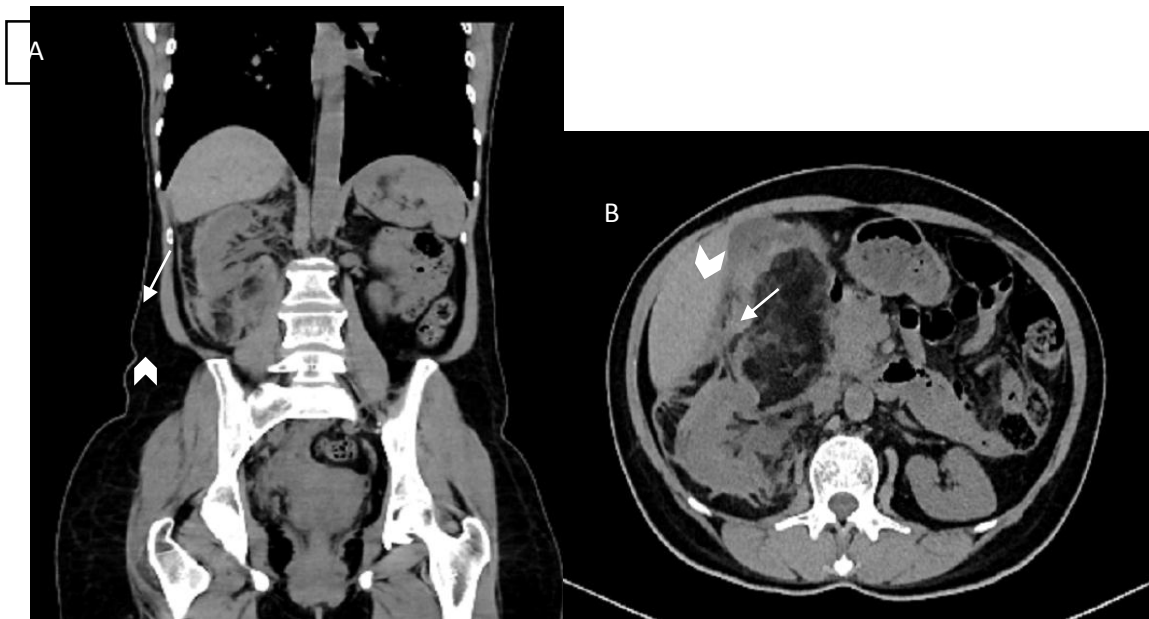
TDM C- coupe coronal (A) et axiale (B) montrant une tumeur a double composante graisseuse (flèche)et tissulaire au pole inferieur du rein droit en rapport avec un AML avec un hématome péri lésionnel (tête de flèche)(Service d'urologie –CHU
